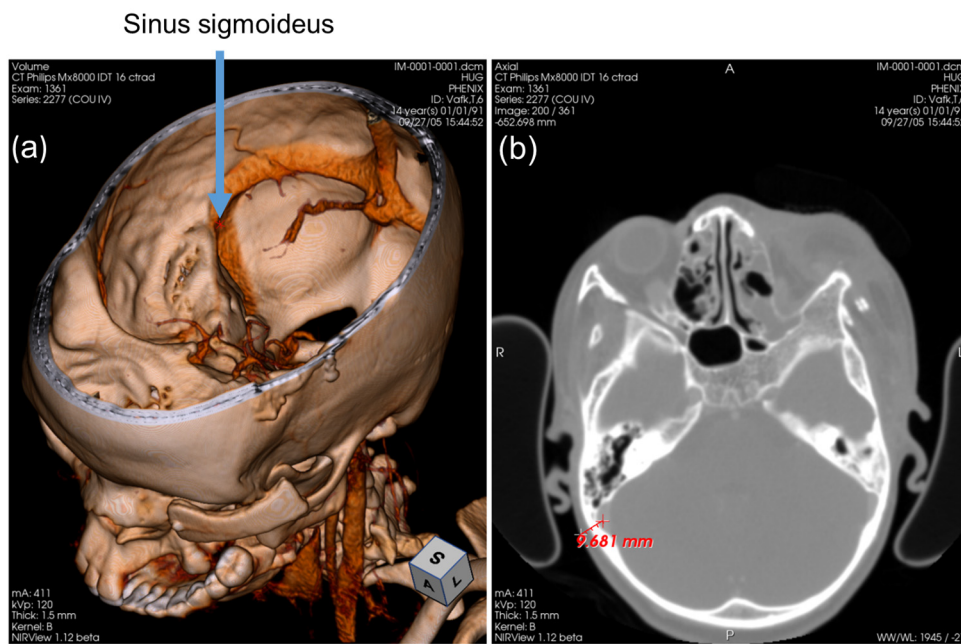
Evaluierung der Schichtdicke der anatomischen Zielregion anhand von hochauflösenden CT-Datensätzen.
